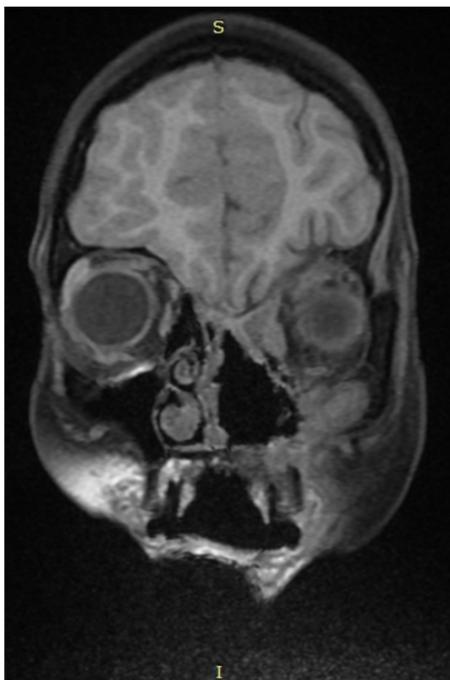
Imagen por Resonancia Magnética coronal potenciada en T1 con saturación grasa. Se observan cambios quirúrgicos en fosa nasal izquierda con ausencia de cornete. El seno maxilar izquierdo se encuentra ocupado por posible tejido inflamatorio al igual que en celdillas etmoidales ipsilaterales.
